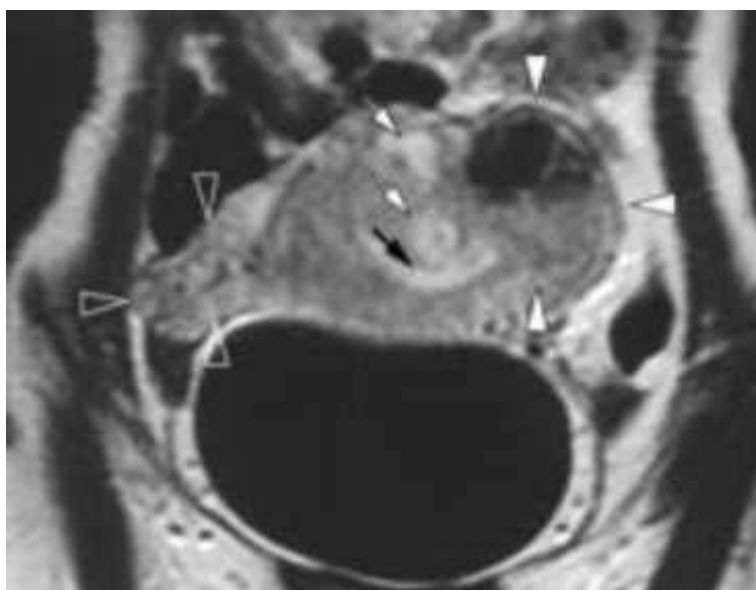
IRM en T1 (coupe coronale) après injection de gadolinium chez la même patiente (Figure 54) montrant : l'aspect hétérogène de la masse utérine [flèches pleines], les nodules kystiques myométriaux [flèches blanches], la compression endométriale [la flèche noire] ainsi que l'invasion de la trompe droite [flèches vides]
